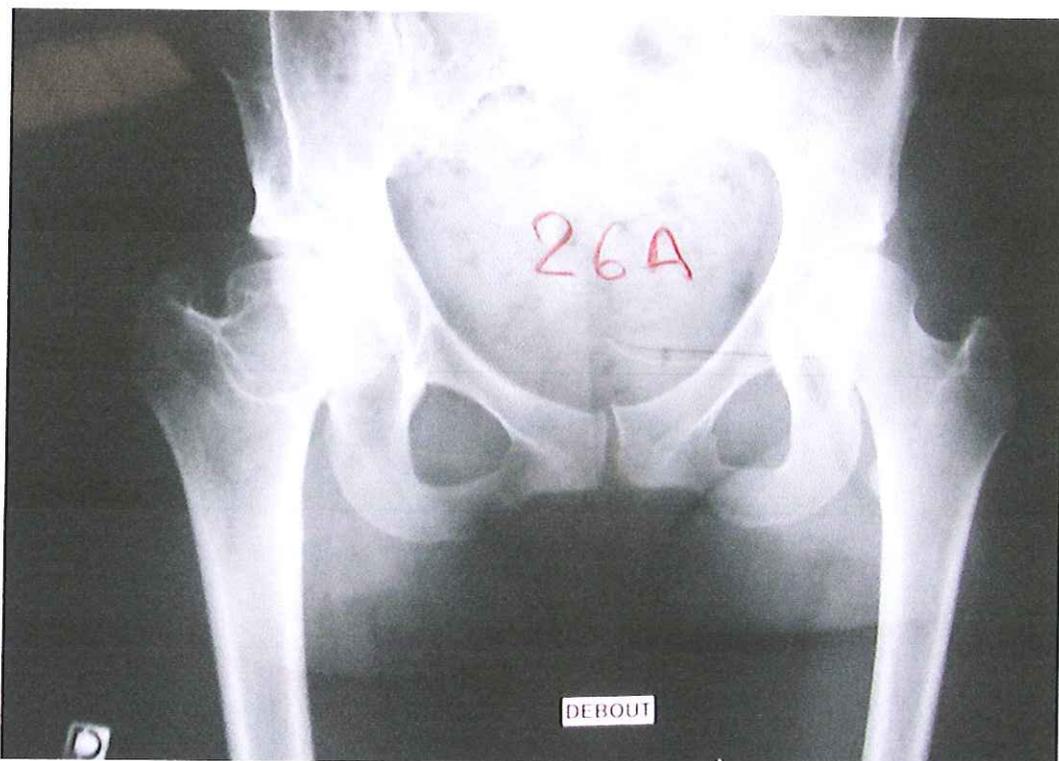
Radiographie des hanches de Mme C. deux ans après l'ostéotomie de Chiari
